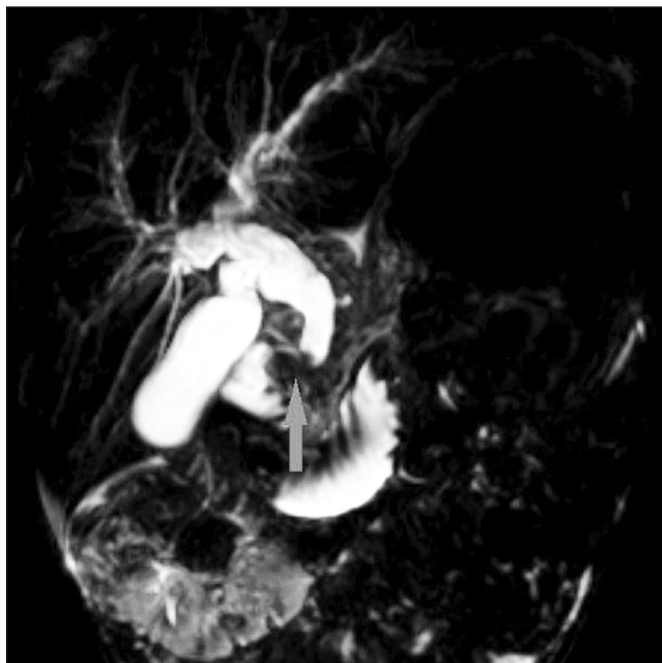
Расширение желчных протоков и наличие дефекта наполнения в месте стояния конcrementа по данным МРТ.
